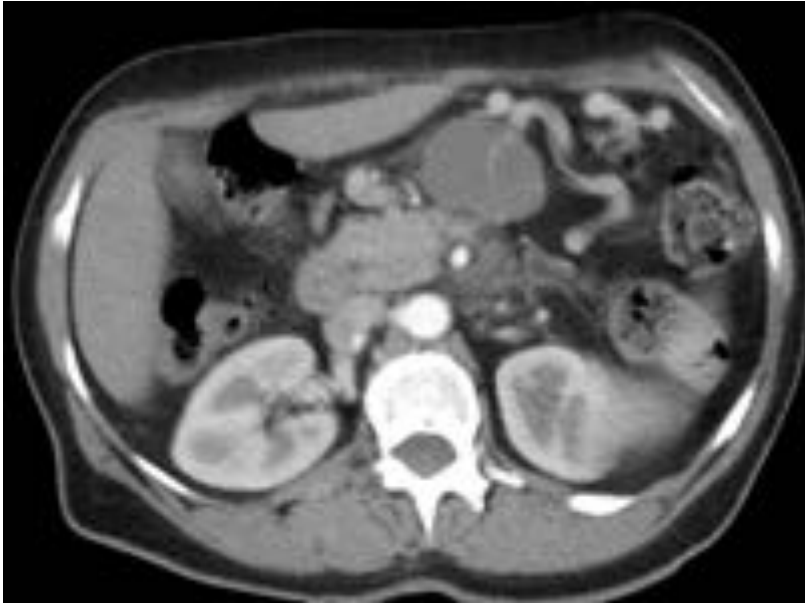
Paciente mujer de 60 años. TC con contraste IV, fase venosa. Se observa lesión quística en saco menor. Mala definición del cuerpo y la cola pancreática. Aumento de densidad de grasa periférica. Diagnóstico confirmado de adenocarcinoma pancreático con áreas quísticas.
